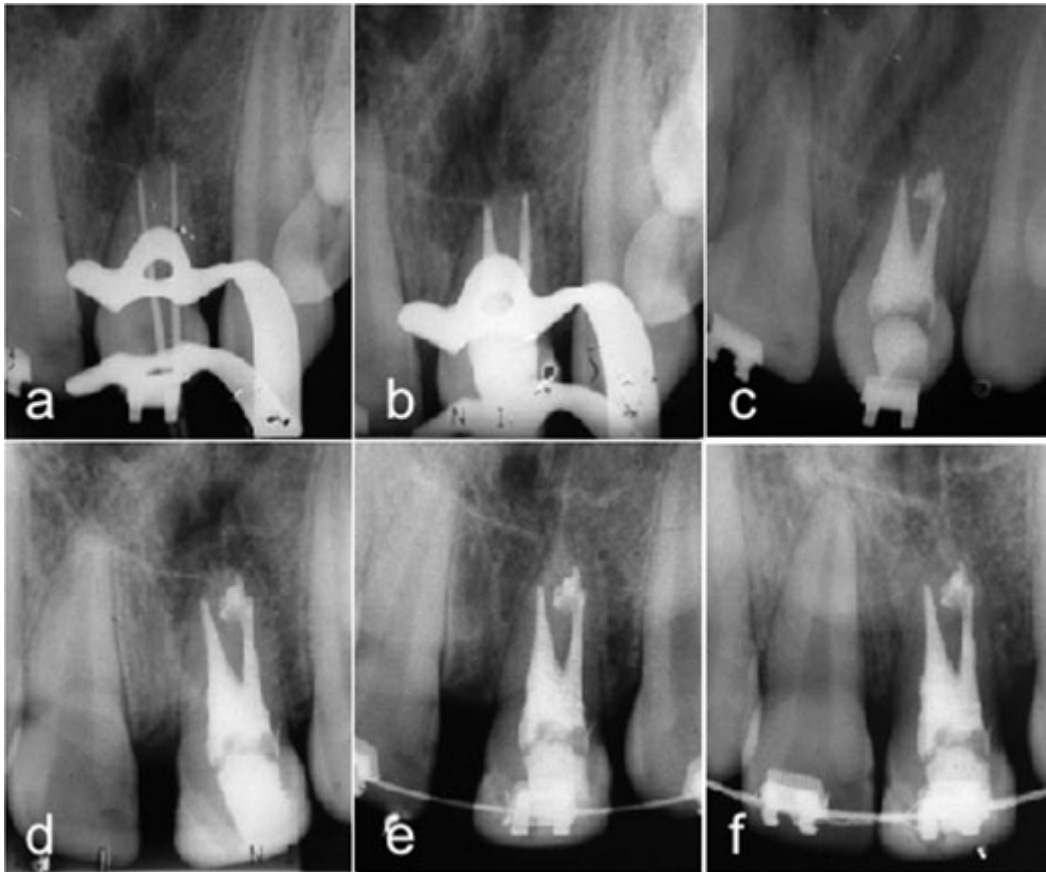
a) Radiografia da prova de cones. b) Comprovação da obturação. c) Radiografia final da obturação. d) Radiografia controle 6 meses. e) Radiografia controle 1 ano. f) Radiografia controle 2 anos.
